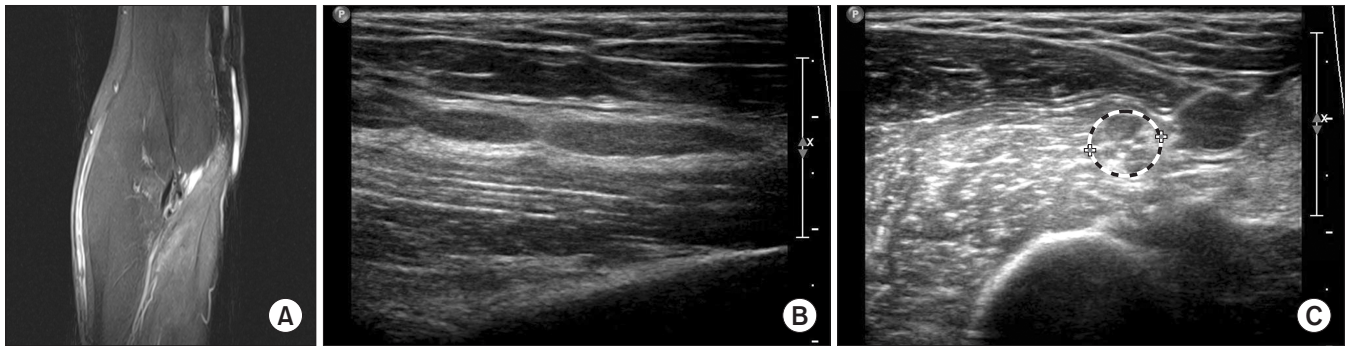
(A) Magnetic resonance imaging scan. Coronal fat suppression T2-weighted fast spin-echo image showing increased signal intensity in the pronator teres, flexor carpi radialis, and palmaris longus. (B) Ultrasonography images of the median nerve at the right elbow. Longitudinal scan showing an hourglass-like constriction of the median nerve. (C) Transverse scan showing fusiform swelling of fascicles in the median nerve.
